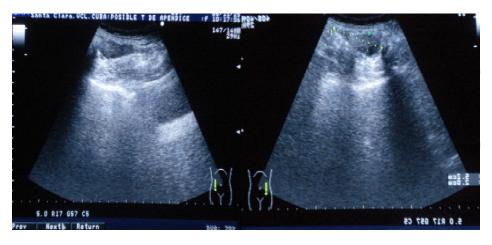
Imagen ecolúcida y ovalada, en contacto con el ciego, visualizada por ultrasonido abdominal.
